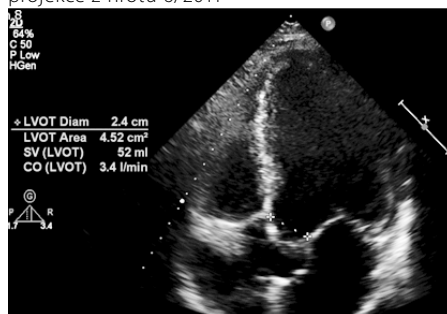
První pacient – LK Dd 56 mm; Transtorakální echokardiografie (TTE); dlouhá osa z prekordia; při léčbě ivabradinem, 03/2011
